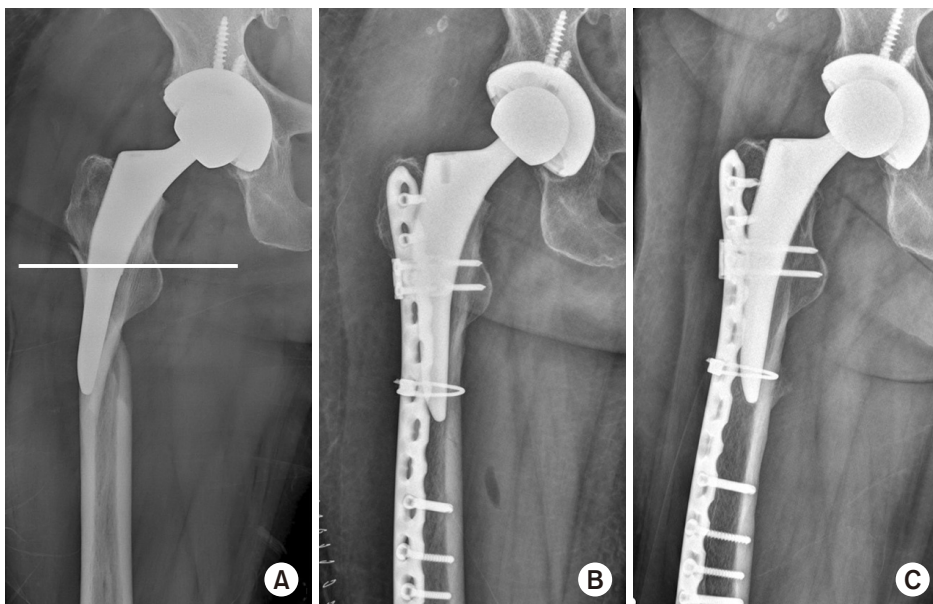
(A) The preoperative radiograph shows periprosthetic femoral fracture. This stem is classified as type 1, which means it is a single-wedge proximal coated stem. Note that the fracture itself did not involve the proximal coating area. Open reduction and internal fixation with a locking plate (absolute stability) was applied (B) and the radiograph obtained at 5 years after fixation (C) shows a well-united fracture site and stable stem.
